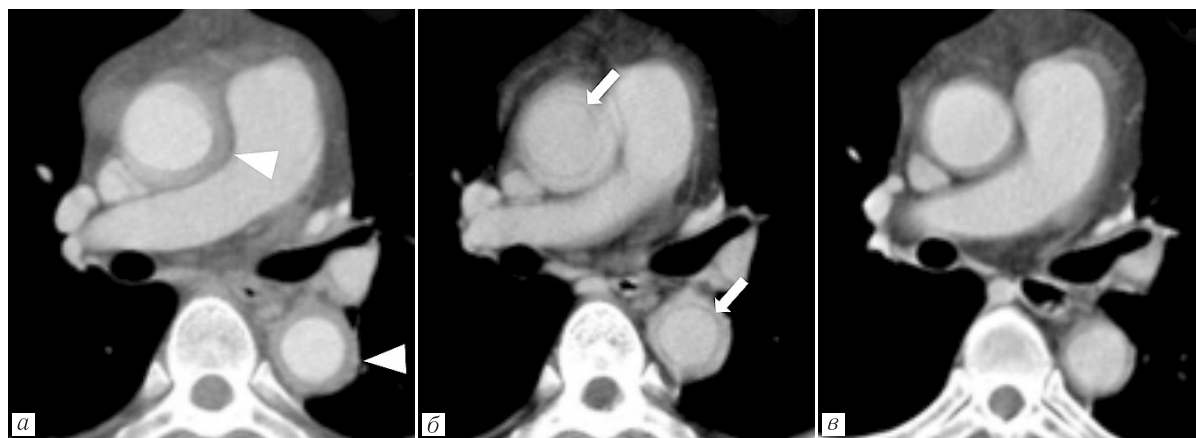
КТА 34-летнего пациента с НАТ. Первичное исследование: *а* — артериальная фаза; *б* — венозная фаза. Контрольное исследование через 6,5 лет: *в* — венозная фаза. Начальная КТ демонстрирует диффузное утолщение стенки аорты (*а*, наконечники стрелок). В венозной фазе отмечается контрастирование стенки и знак «двойного кольца» (*б*, стрелки). При контрольном исследовании выявлено значительное снижение толщины стенки аорты, регресс контрастирования стенки и отсутствие знака «двойного кольца» [17]
